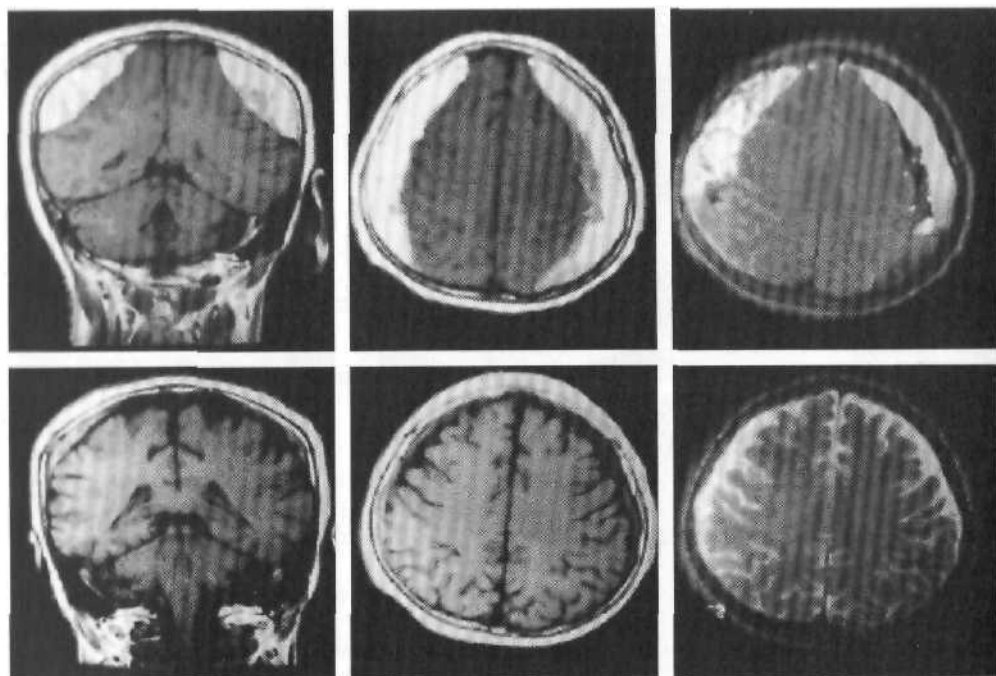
МРТ-динамика двусторонней ХСГ: верхний ряд — во фронтальной и аксиальной плоскостях (в режиме T1 и T2) при поступлении; нижний ряд — 2 мес спустя после двустороннего закрытого наружного дренирования — полное исчезновение ХСГ с одной стороны и небольшая остаточная ХСГ с другой стороны.
